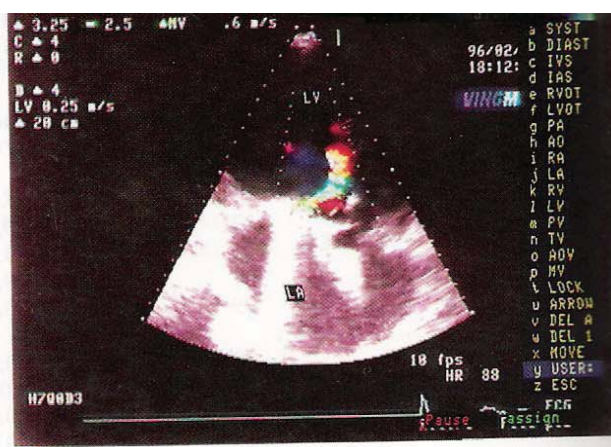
Imaginea ecocardiografică a panusului de proteză mitrală
